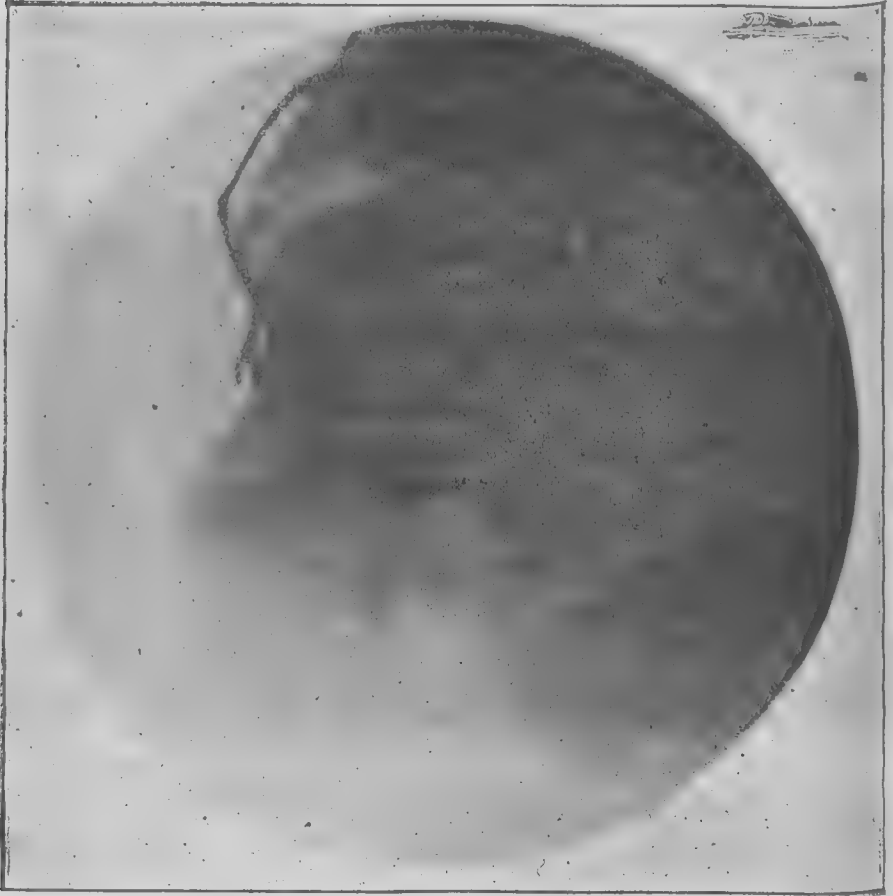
Radiographie du blessé de l'observation III au commencement du traitement.
